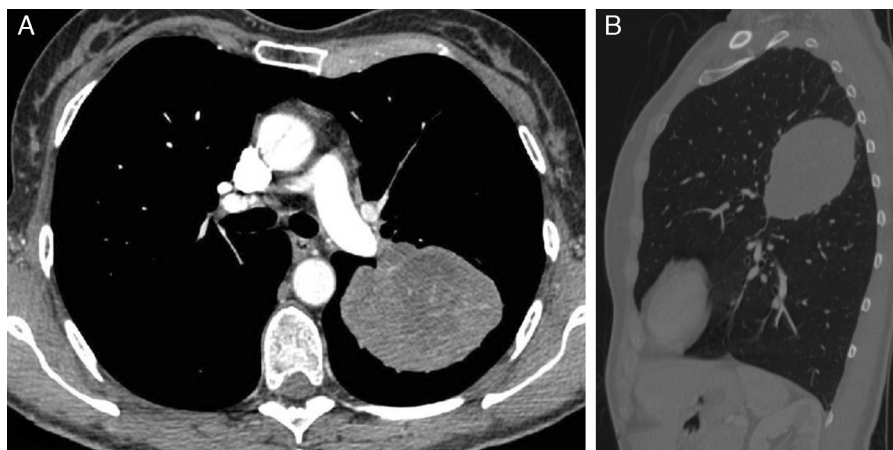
Imágenes de tomografía computarizada de tórax [Axial (A) y sagital (B)] que muestran una lesión tumoral heterogéneamente elíptica de mejora del contraste en la fisura oblicua del hemitórax izquierdo.
